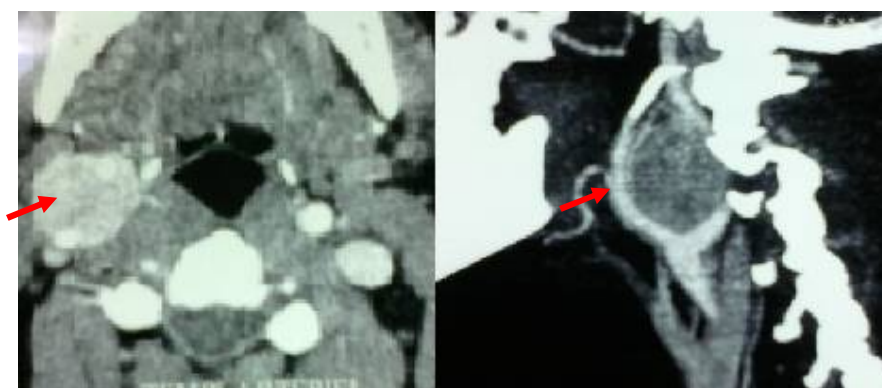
TDM cervicale injectée (a : coupe axiale, b : reconstruction coronale): néoformation hyper vascularisée dépendante du glomus carotidien droit écartant les deux artères carotides interne et externe.
